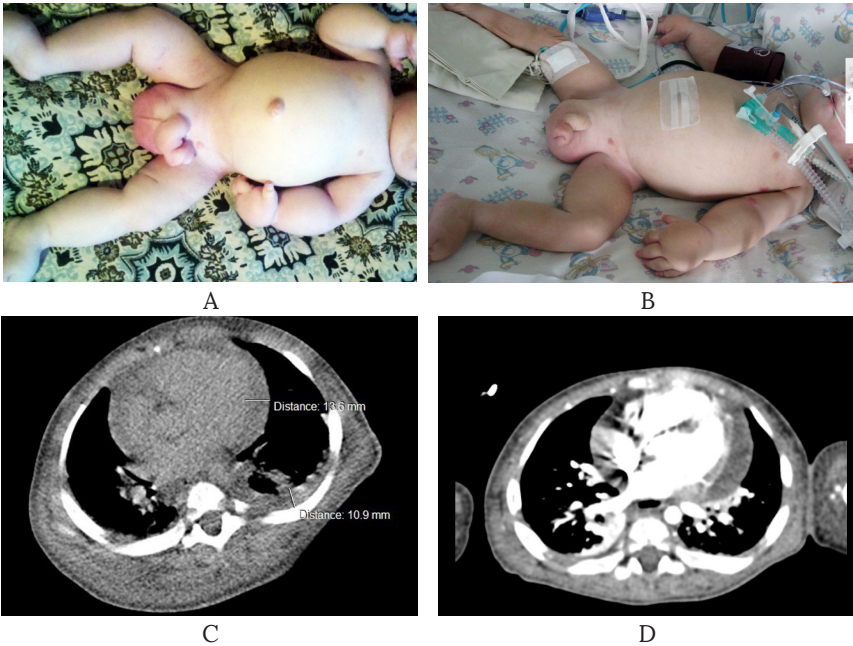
Хлопчик Л., 2 роки. Аномалія центральних сполучних лімфатичних каналів: А, В, – фото; С – КТ органів грудної клітки, аксіальна проекція; D – КТ органів грудної клітки з контрастуванням, аксіальна проекція. На фото (А) видно генералізовану лімфедему, що уражає обличчя, кінцівки, зовнішні статеві органи, на фото (В) – зменшення набряку м'яких тканин, дихальні розлади в результаті гідротораксу. У дитини періодично виникають хілоперикард і хілоторакс (С, D), а також рецидивуючі респіраторні захворювання і ентеропатія, гіпопротеїнемія, коагуляційні порушення, що є причиною повторних госпіталізацій. Антибактеріальна, антикоагулянтна терапія, інфузія протеїнів, респіраторна підтримка, дренажування плевральної порожнини стабілізують стан дитини на короткий період.
